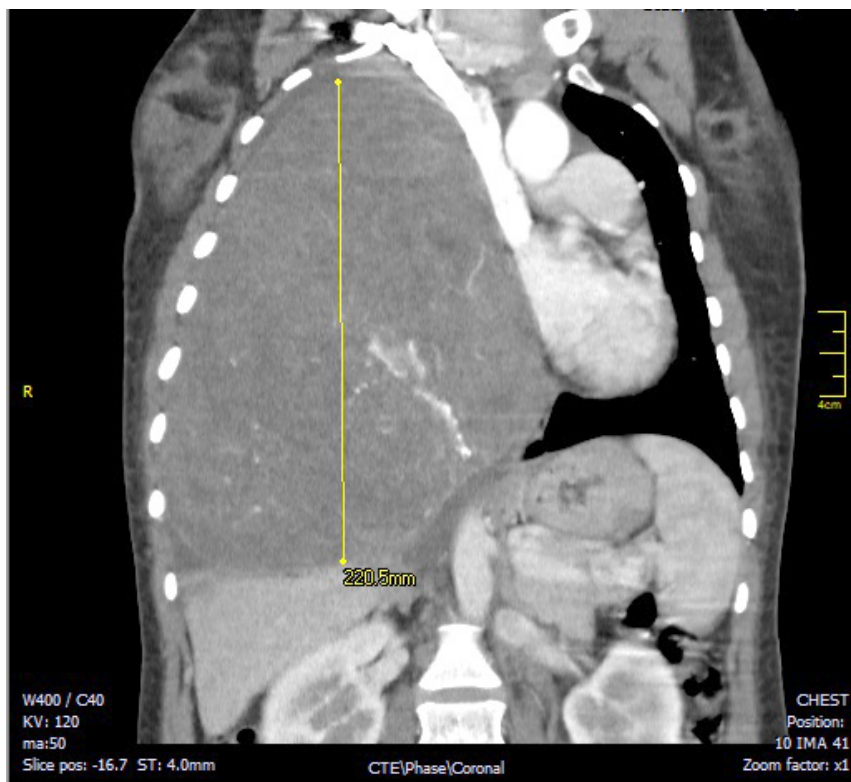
Corte coronal en tomografía computarizada de tórax con contraste
